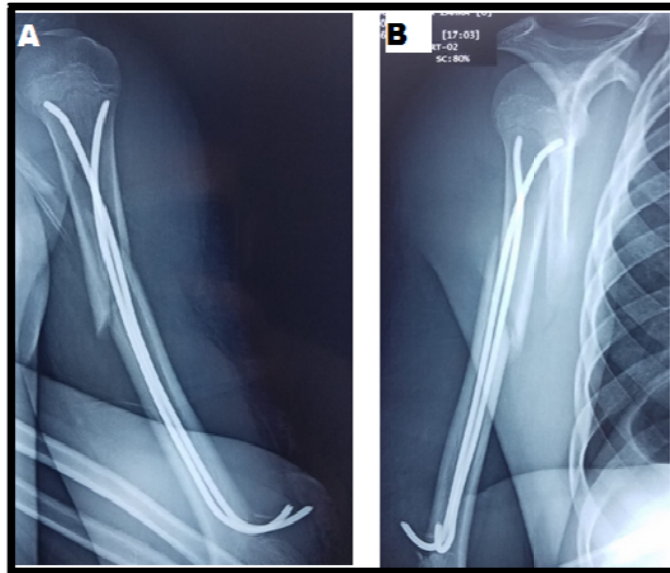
Radiographie de contrôle post opératoire face (A) et profil (B) après réduction sous AG et mise en place d'un ECMES ascendant à foyer fermé. (Patient de la figure 41)
